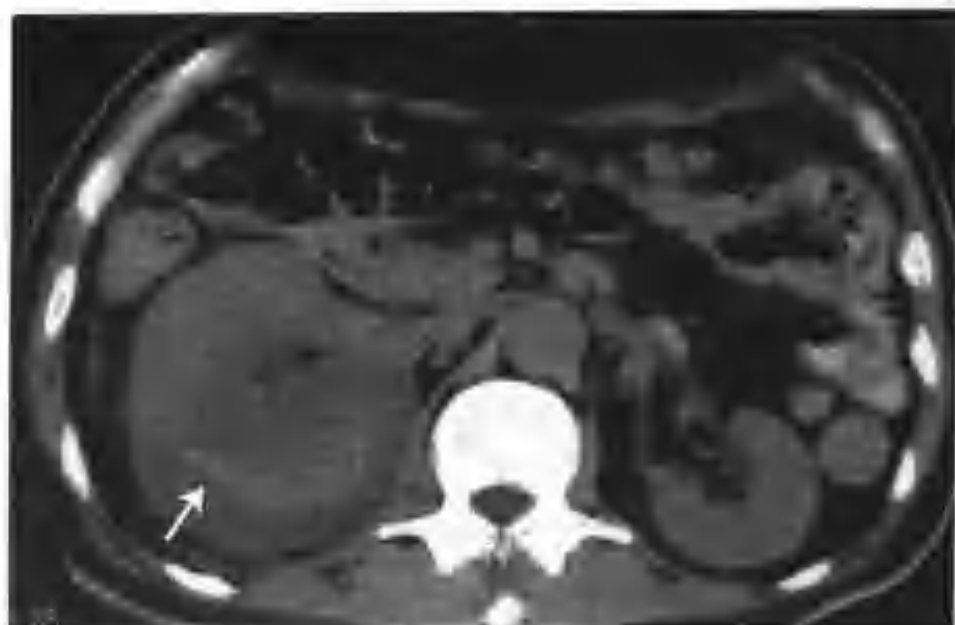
与图 4-2-127 为同一病例，示 CT 平扫不同层面所见（箭头）
